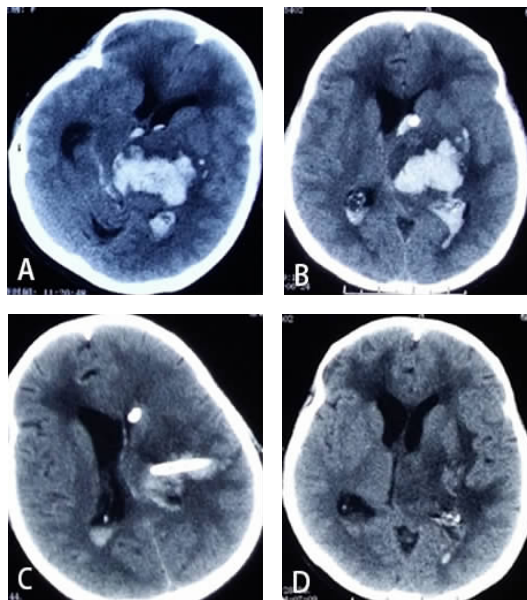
多囊肾尿毒症期并发脑出血钻孔引流术前后头部 CT 影像
